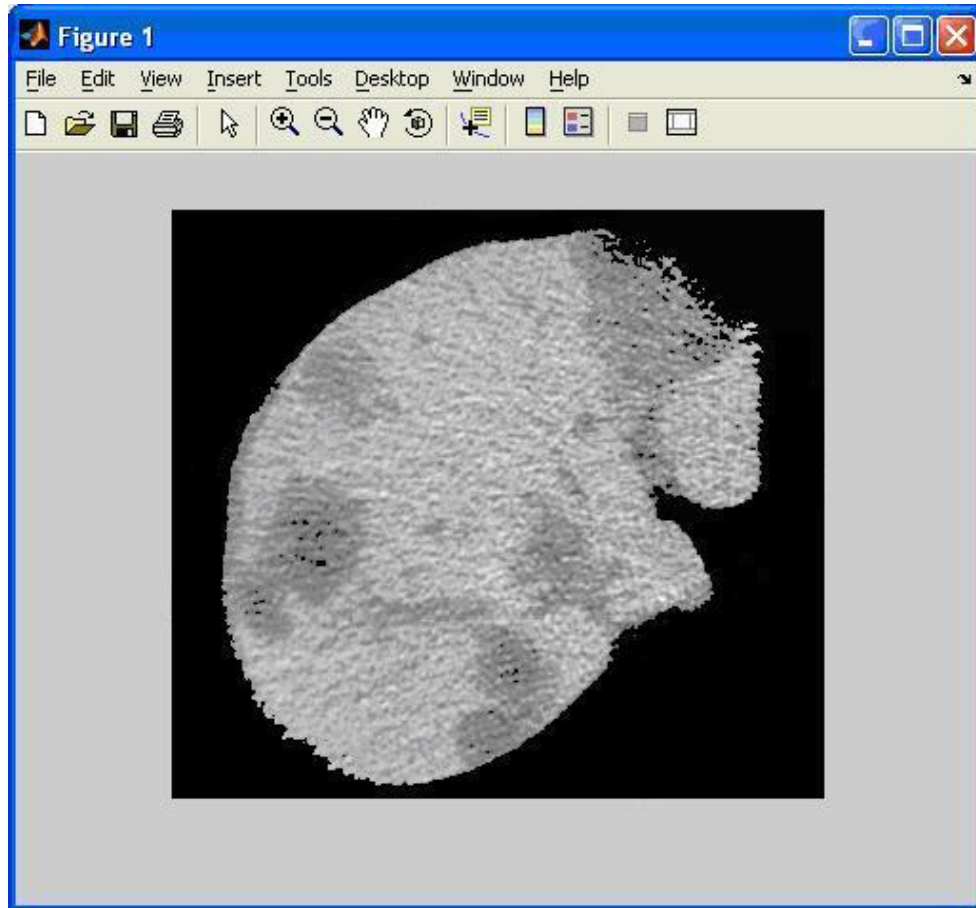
Regiunea de interes din cadrul tomografiei
